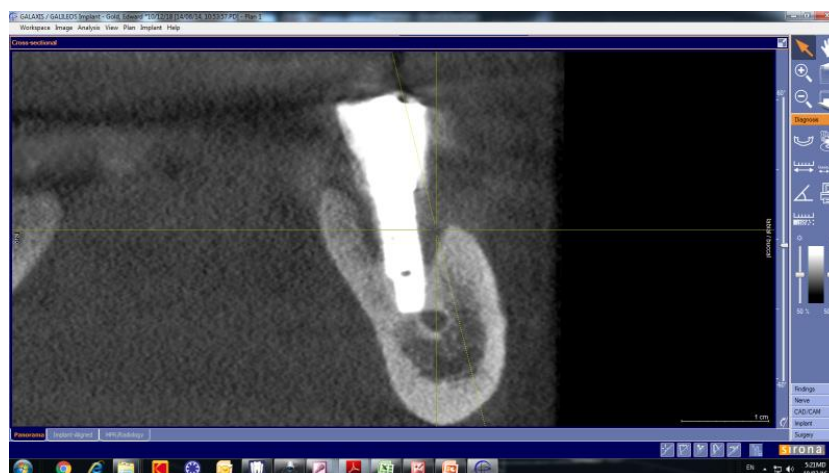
Ekzaminimi radiografik. Pamje me CBCT
